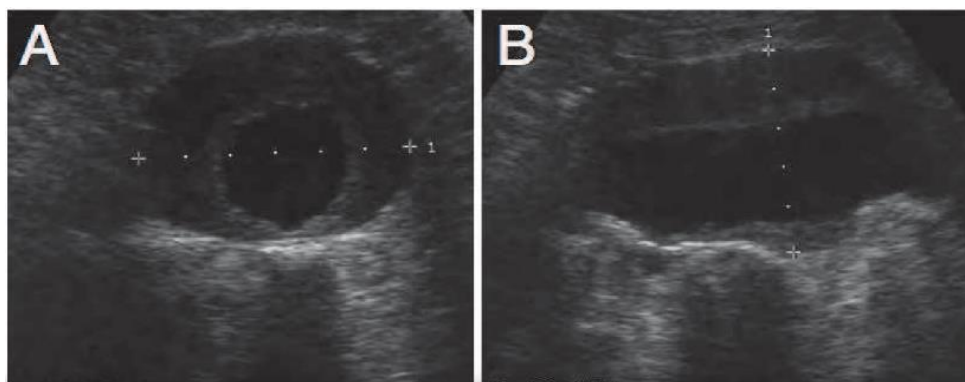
Images échographiques d'un AAA. Vues axiale (A) et longitudinale (B) [118].
